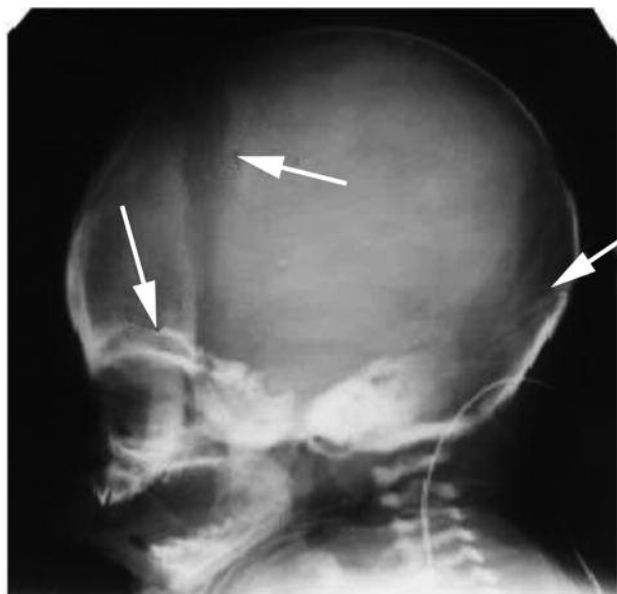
Ребенок Т., 7 суток. Перелом затылочной кости и дужки C_3 . (Рентгенограммы из собственного архива). Усиленный рисунок «пальцевых вдавлений». Расширенный венечный шов
